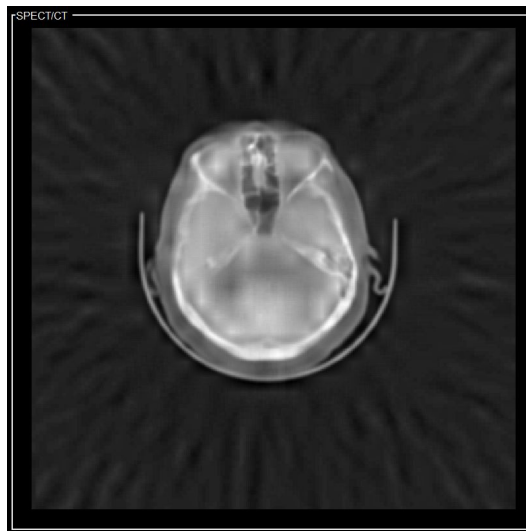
Fusión SPECT/TC - DWT
